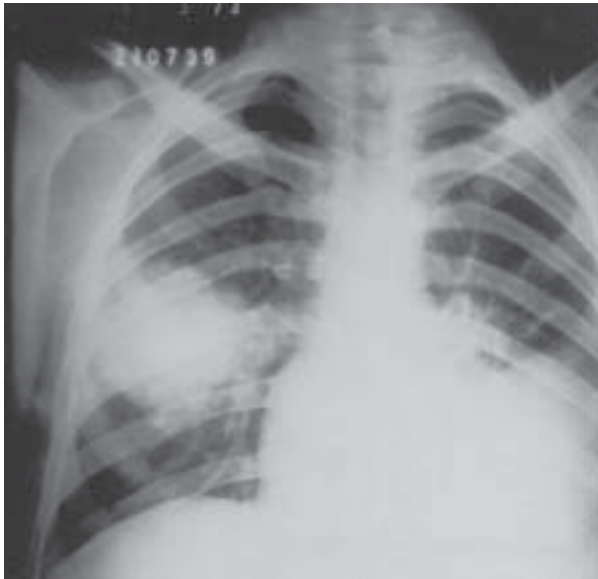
Radiografia de tórax em PA: imagem redonda de segmento 6 direito. Diagnóstico: abscesso pulmonar antes da cavitação, que veio a ocorrer posteriormente.
